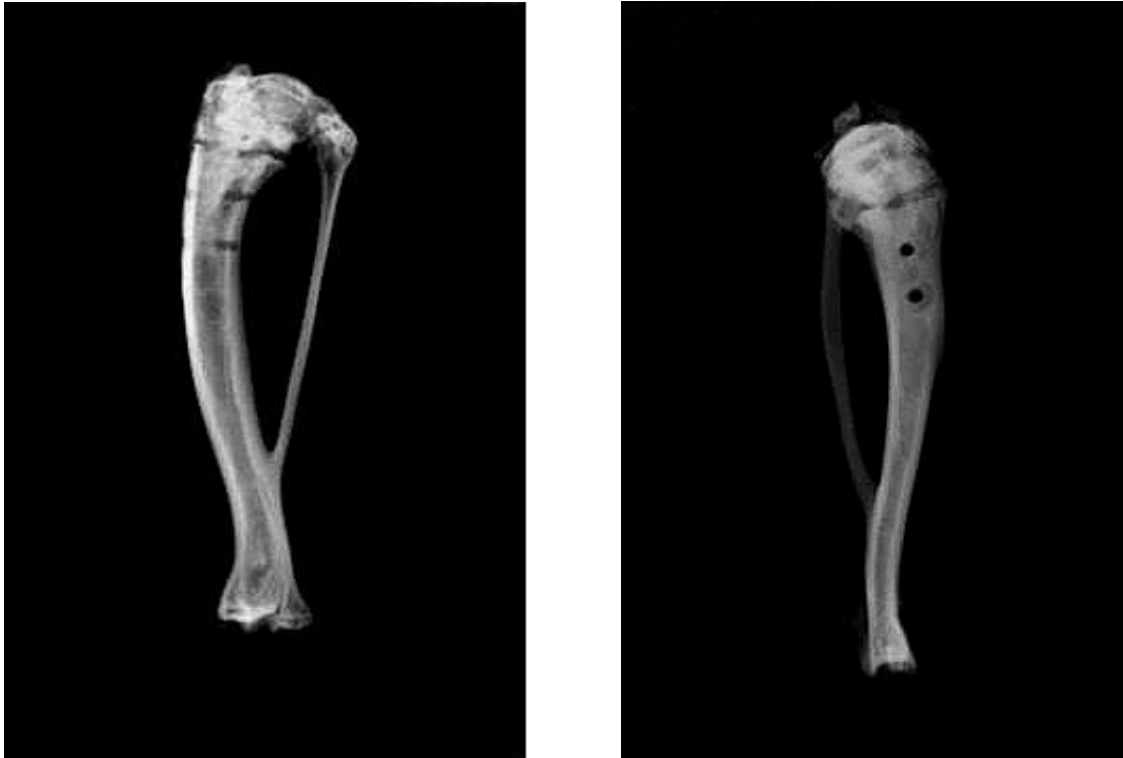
Röntgenbild einer Rattentibia ohne Osteosynthesematerial; in lateraler Position (links) und ventraler Position (rechts)
